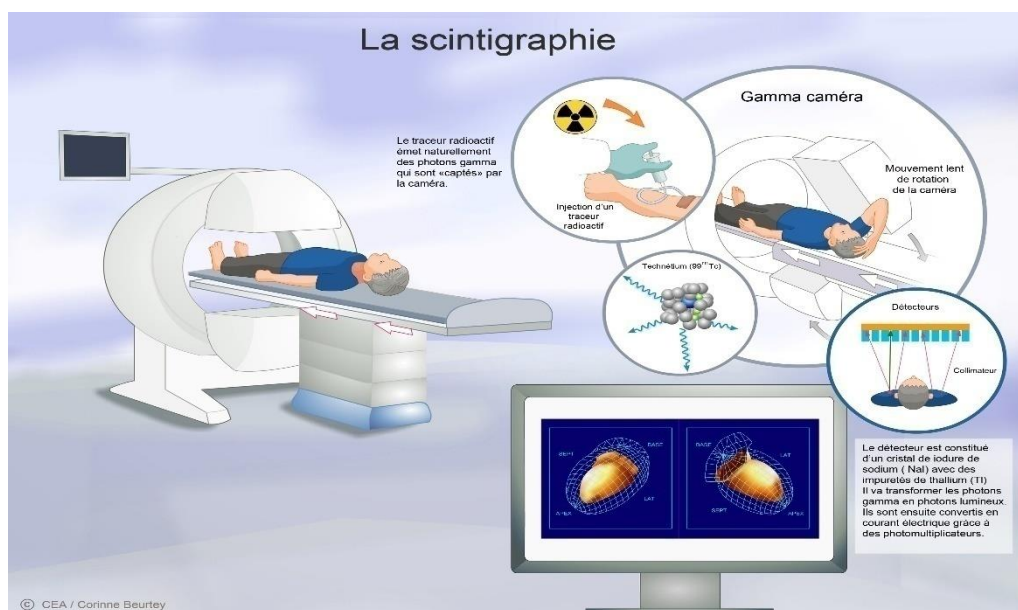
La scintigraphie mono-photonique.
